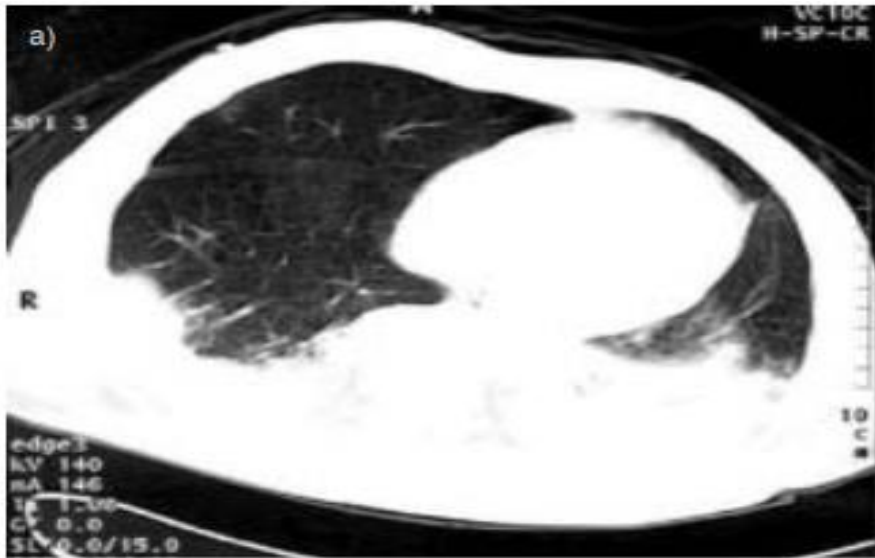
A computed tomography scan of pulmonary acute respiratory distress syndrome at end-expiration. There is extensive consolidation, with an approximately equal amount of normal lung and ground-glass opacification and air bronchograms.
